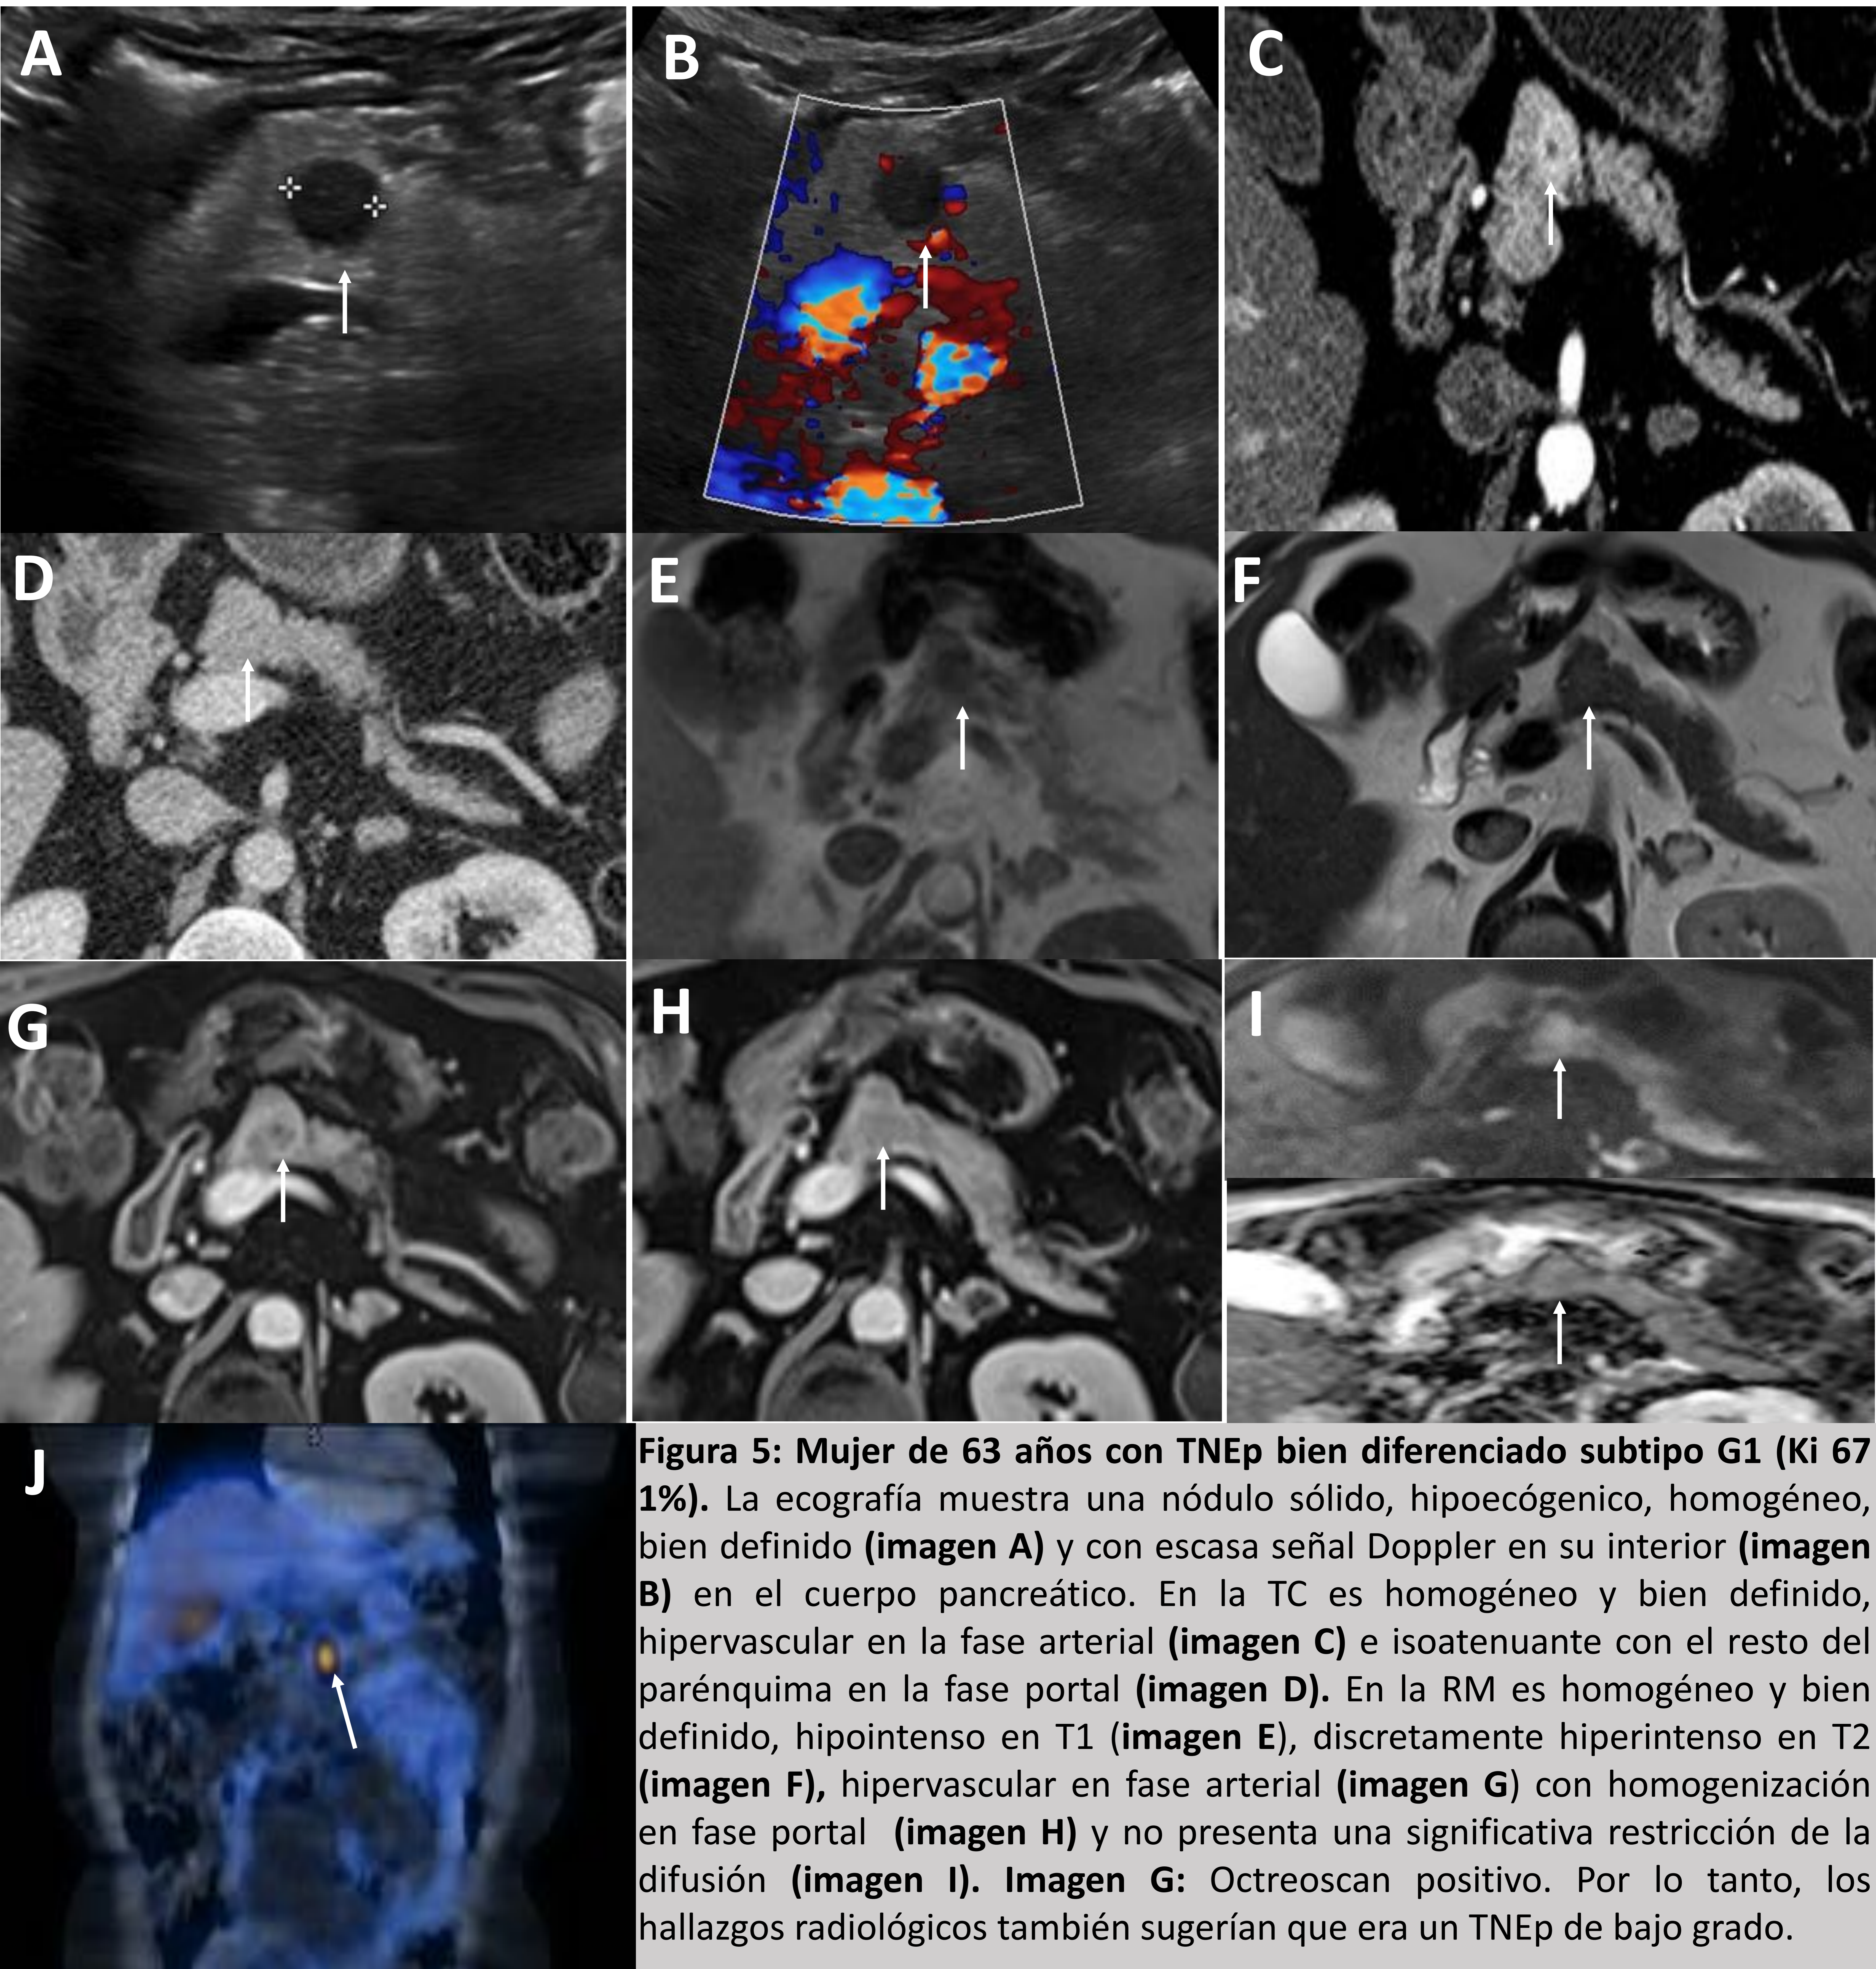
Mujer de 63 años con TNEp bien diferenciado subtipo G1 (Ki 67 1%). La ecografía muestra un nódulo sólido, hipoecogénico, homogéneo, bien definido (imagen A) y con escasa señal Doppler en su interior (imagen B) en el cuerpo pancreático. En la TC es homogéneo y bien definido, hipervascular en la fase arterial (imagen C) e isoatenuante con el resto del parénquima en la fase portal (imagen D). En la RM es homogéneo y bien definido, hipointenso en T1 (imagen E), discretamente hiperintenso en T2 (imagen F), hipervascular en fase arterial (imagen G) con homogenización en fase portal (imagen H) y no presenta una significativa restricción de la difusión (imagen I). Imagen G: Octreoscan positivo. Por lo tanto, los hallazgos radiológicos también sugerían que era un TNEp de bajo grado.
